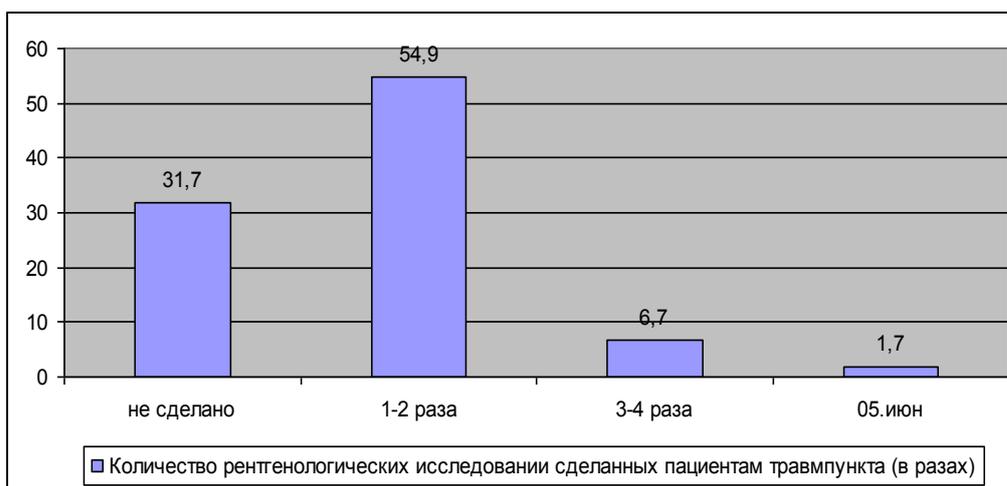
Количество рентгенологических исследований сделанных пациентам травмпункта (в размах)
